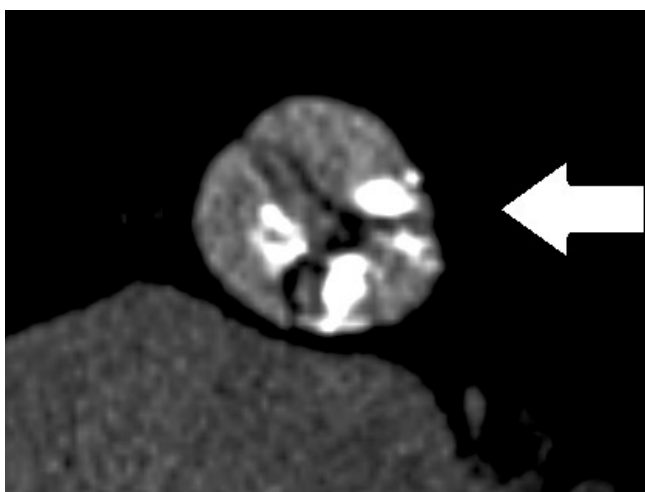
Комп'ютерно-томографічна аортографія пацієнта Г. зі зрізом нативного аортального клапана по короткій осі (стрілка). Клапан тристулковий, з вираженим кальцинозом стулок вздовж комісур.
